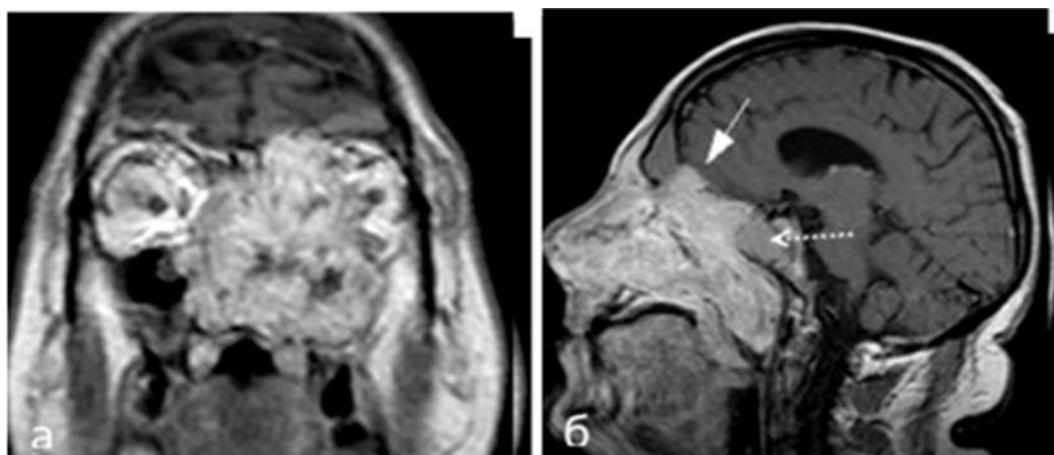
Эстезионейробластома решетчатого лабиринта T4bN0M0. МРТ исследование без контрастного усиления в режиме T1 (а) фронтальная проекция, (б) сагитальная проекция
